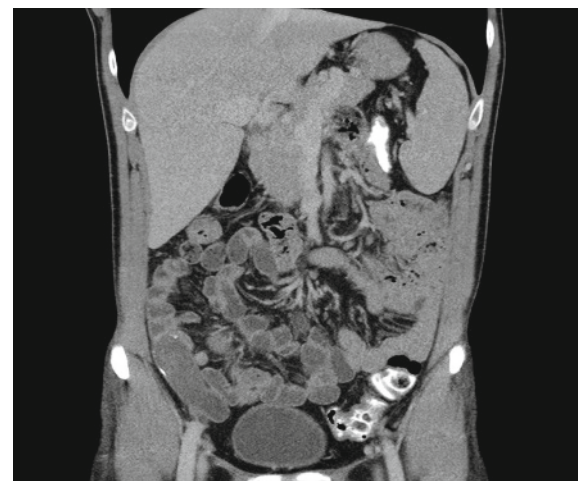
CT-Befund des ersten Patienten.
